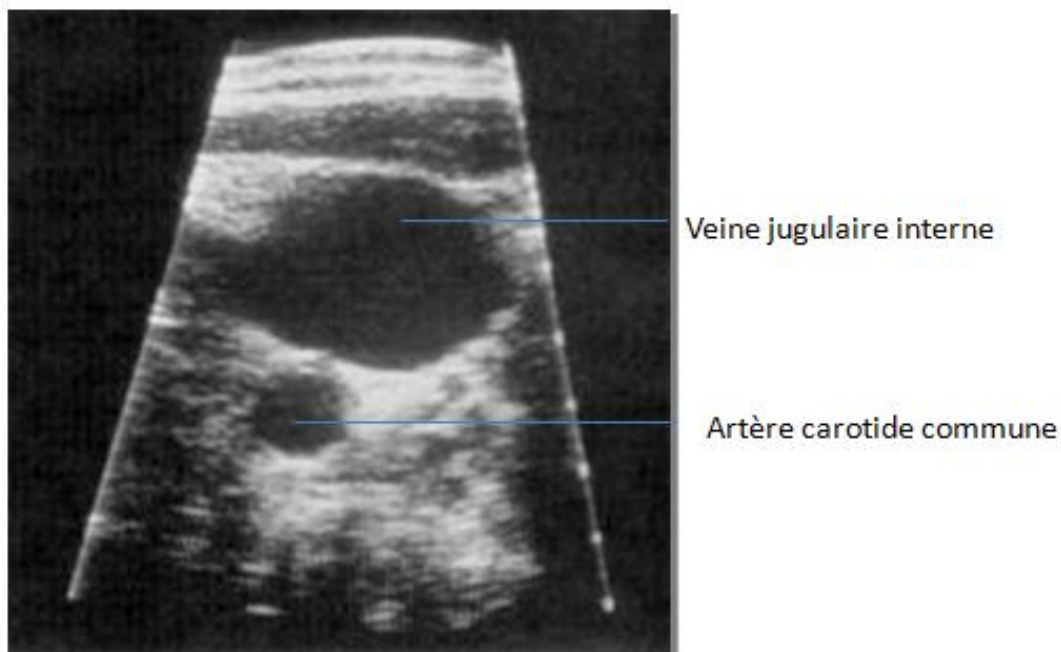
Repérage échographique de la VJI
